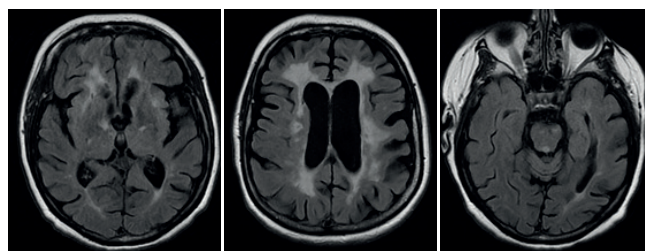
Серия МРТ снимков головного мозга.
